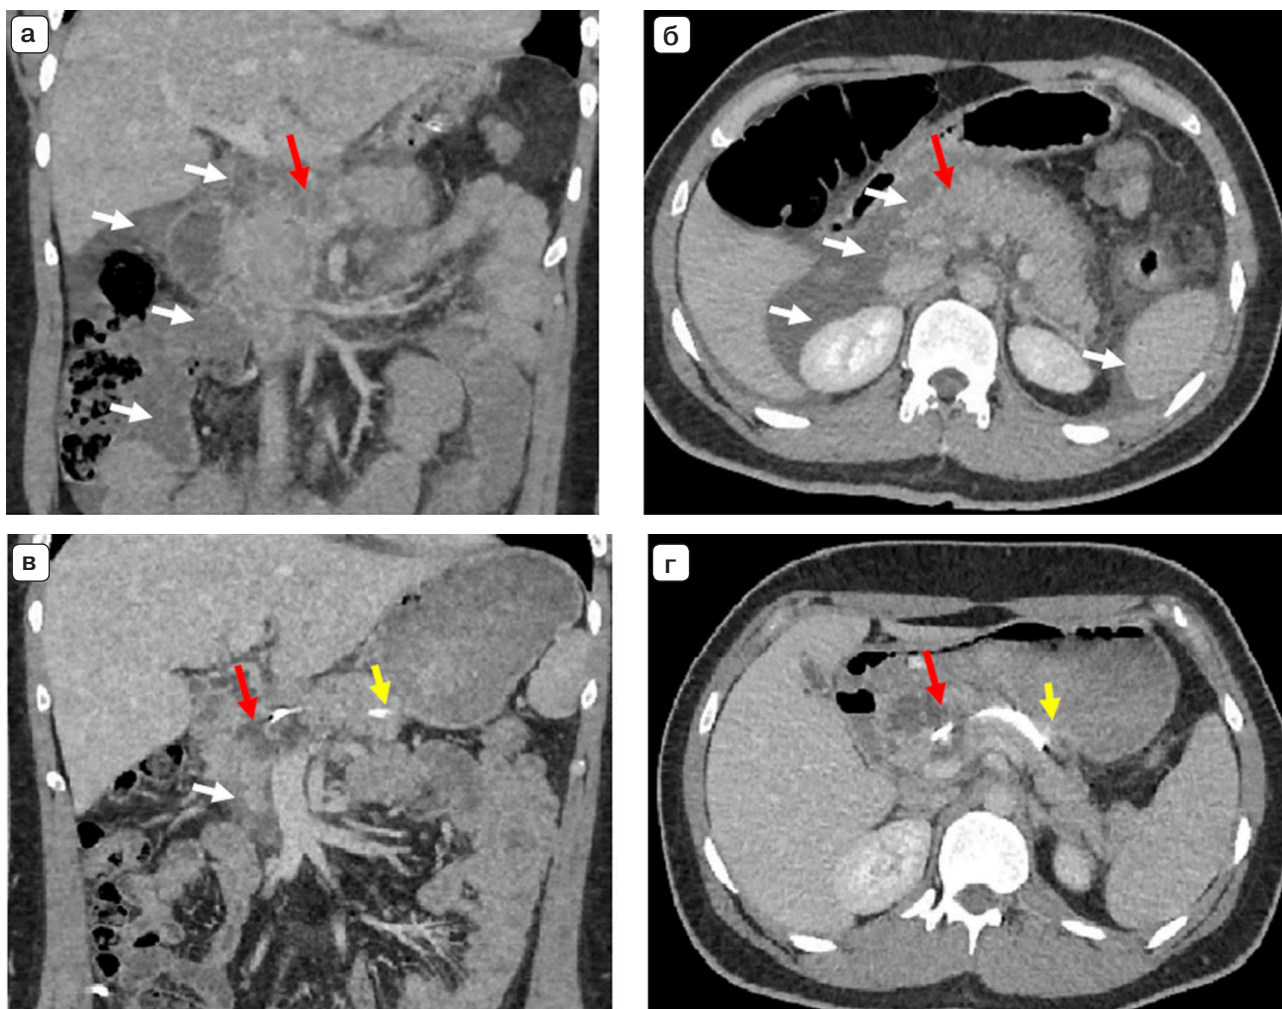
Компьютерные томограммы. Глубокий некроз ПЖ: а – до стентирования ППЖ, фронтальная проекция, виден выраженный парапанкреатит; б – до стентирования ППЖ, аксиальная проекция, парапанкреатит; в – после стентирования ППЖ, фронтальная проекция, регресс парапанкреатита; г – после стентирования ППЖ, аксиальная проекция. Глубокий некроз шейки ПЖ указан красной стрелкой, парапанкреатит указан белыми стрелками, проксимальный сегмент стента, установленный в ППЖ в зоне жизнеспособной паренхимы за некрозом, указан желтой стрелкой.
